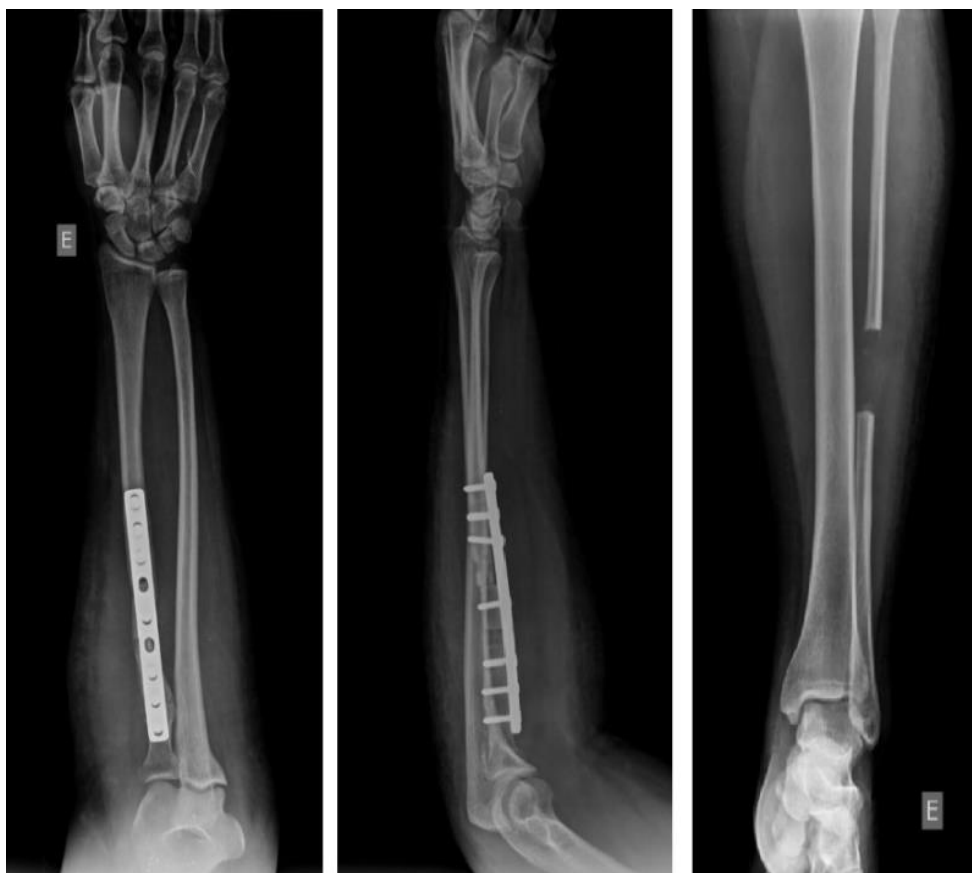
Radiografias AP e de perfil do antebraço no pós-operatório imediato do tratamento cirúrgico da pseudoartrose do rádio diafisário com uso do EFNV. Na imagem à direita é possível evidenciar o tamanho do enxerto retirado da fíbula esquerda.
